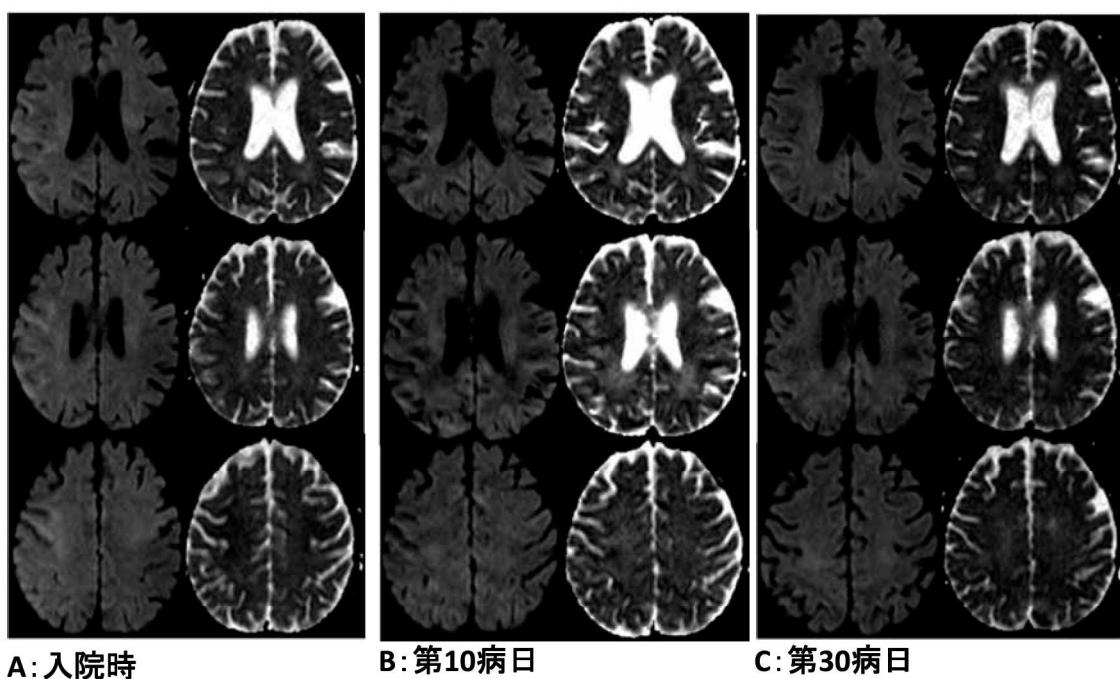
頭部MRI拡散強調画像（左）およびADC画像（右）の経時的变化
